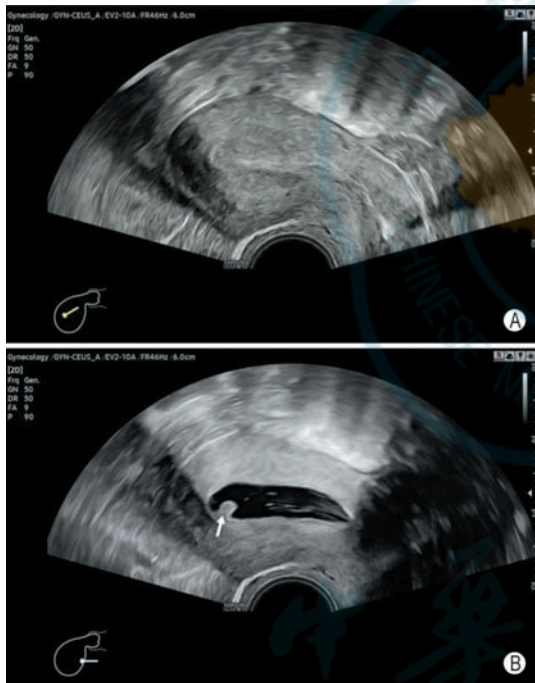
子宫内膜息肉声像图 A：经阴道常规超声矢状切面显示子宫内膜回声不均匀，未发现明显病灶；B：同一患者生理盐水灌注宫腔声学造影（SIS）矢状切面显示子宫内膜息肉在生理盐水无回声的衬托下表现为表面光滑的结节样凸起（箭头所示）
